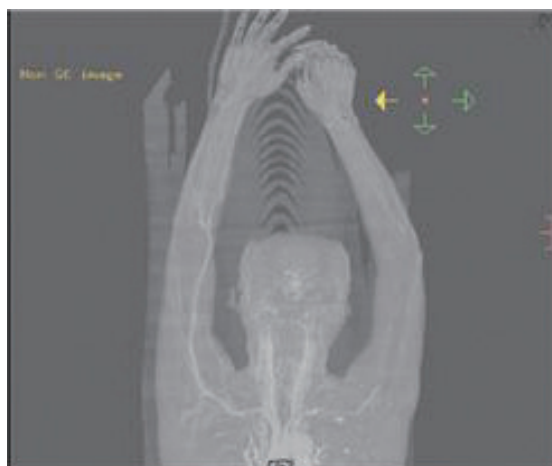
Upper extremity angio CT (12.8)
